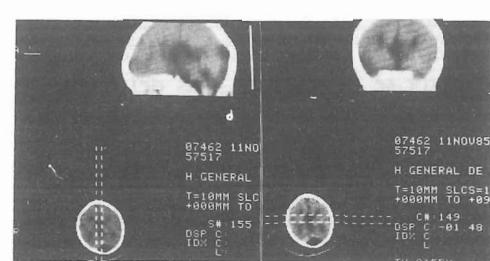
TAC craneal con atrofia cerebral generalizada, dilatación del tercer ventrículo y separación de los ventrículos laterales
